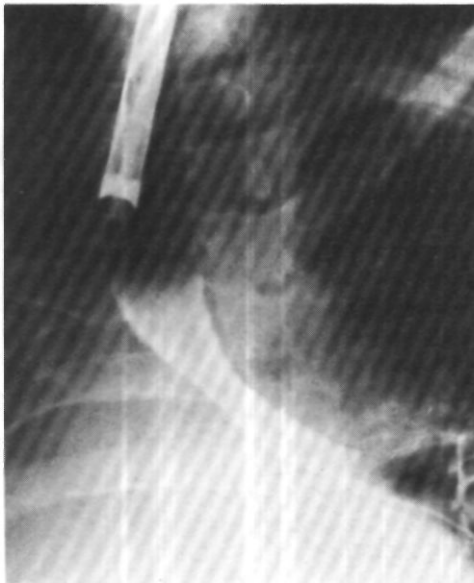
Рентгенограмма легких больного Б. Правая половина грудной клетки деформирована из-за торакопластики, правое легкое отсутствует. В остаточной плевральной полости небольшое количество контрастного вещества после бронхографии.*
